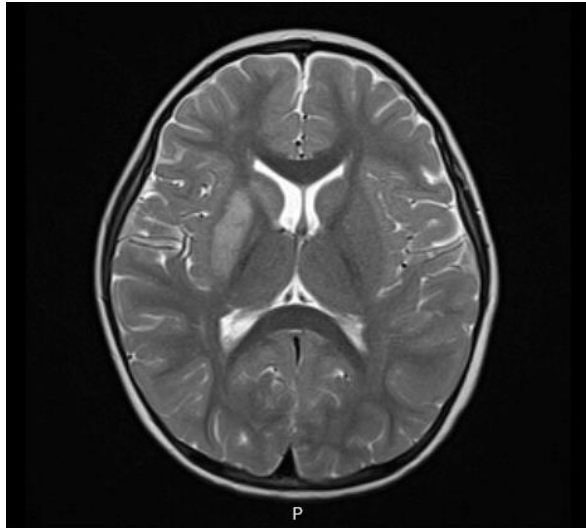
RMN-ce em T1: alterações de sinal no núcleo do putamen e do corpo do caudado direito e atrofia do lobo parietal direito..
